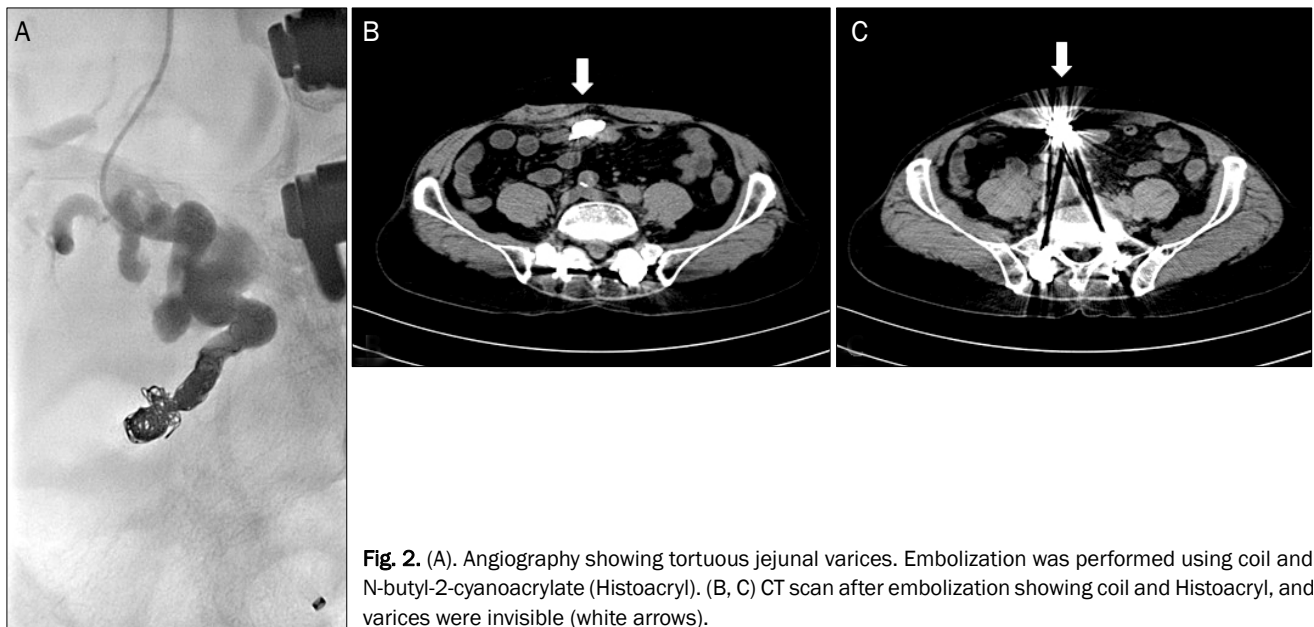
(A). Angiography showing tortuous jejunal varices. Embolization was performed using coil and N-butyl-2-cyanoacrylate (Histoacryl). (B, C) CT scan after embolization showing coil and Histoacryl, and varices were invisible (white arrows).
